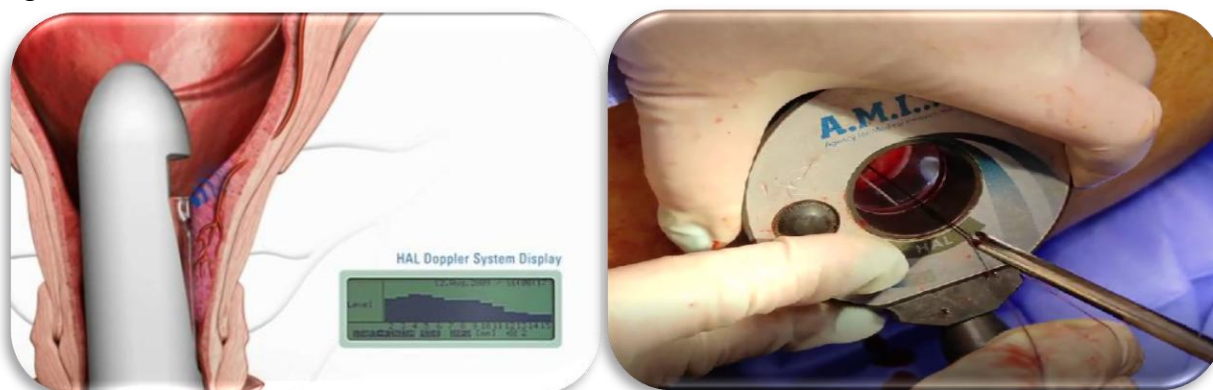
Aprecierea ultrasonografică a calității ligaturării arterelor (HAL) (<https://ami.at/>)
